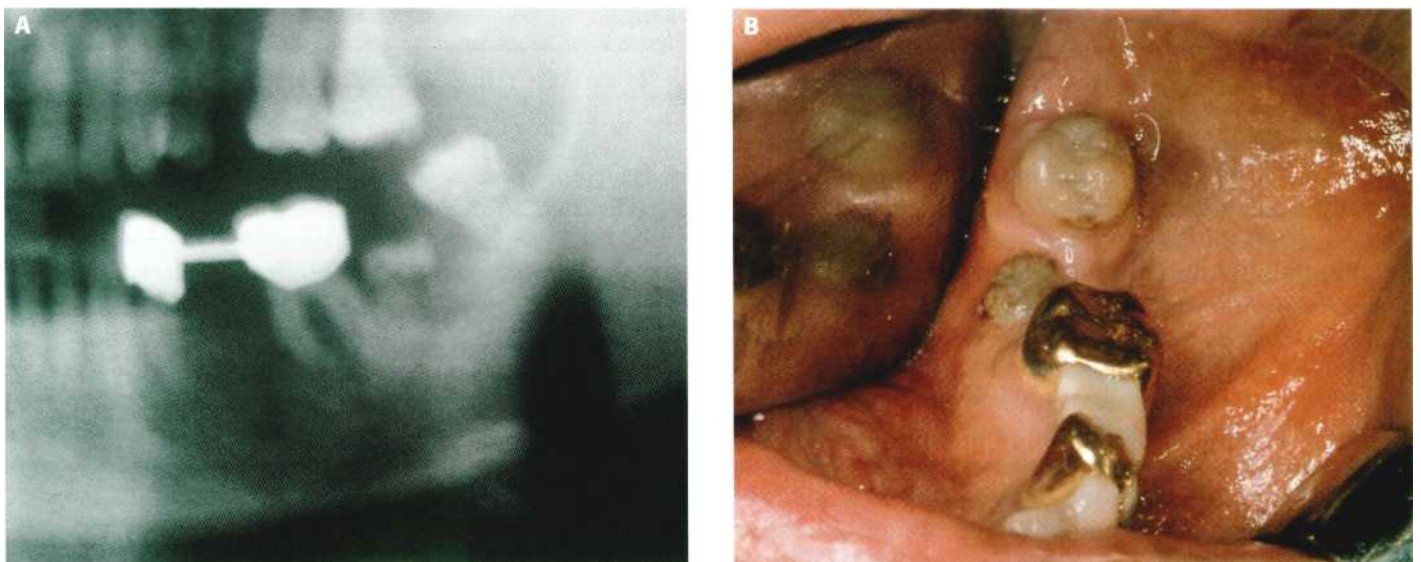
Premolar inferior erupcionado por lingual. (A) Detalle de la ortopantomografía. (B) 3.5 erupcionado por distal del 3.6.
